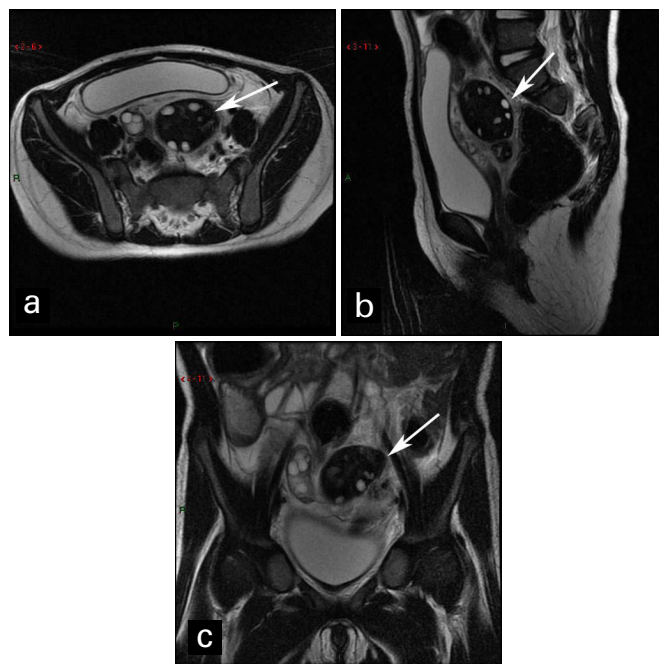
Imagens de RM ponderadas em T2 – (a) axial, (b) sagital e (c) coronal – mostram ovário esquerdo aumentado (setas), com predominância de baixo sinal e pequenos folículos periféricos de até 1 cm
